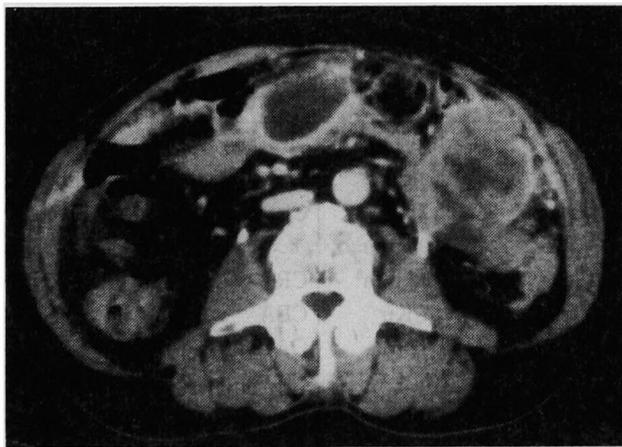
腹部CT：左上腹部に境界明瞭な充実性腫瘤を認める。
